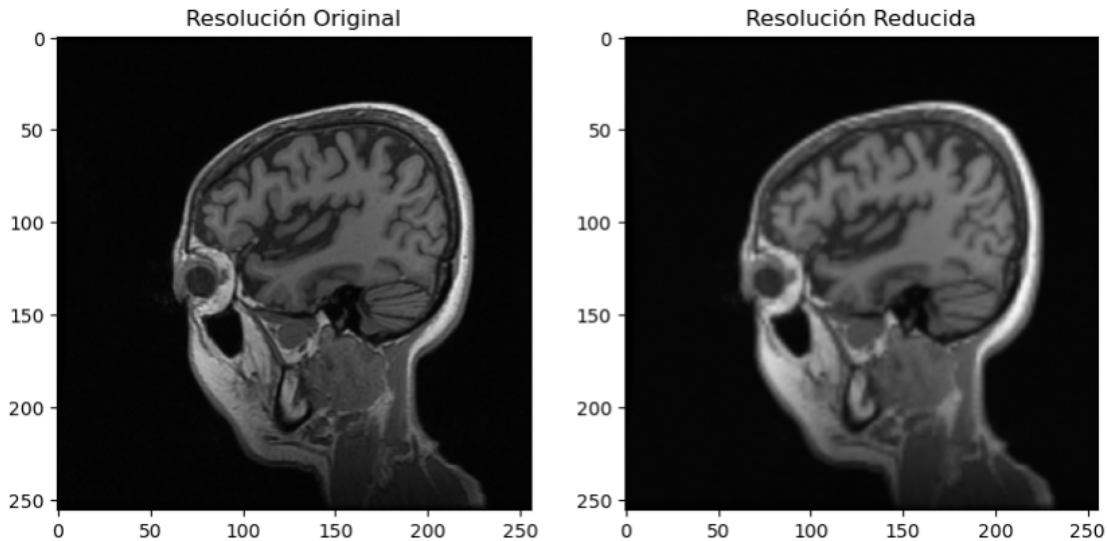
Ejemplo 2 de MRI con resolución original y resolución reducida.
